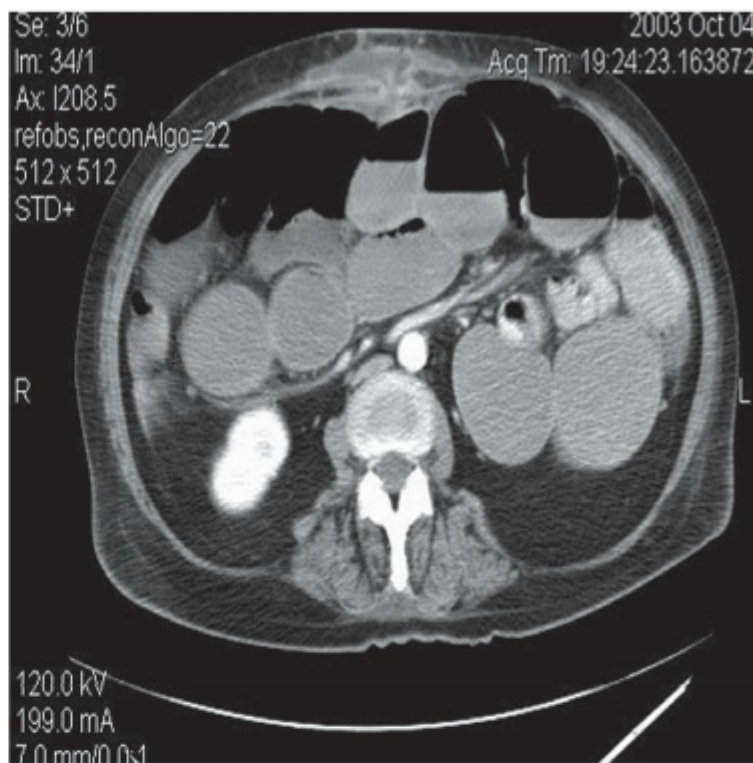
TC de paciente com obstrução parcial do intestino delgado. Observe a presença de intestino delgado dilatado e intestino delgado descomprimido. O intestino descomprimido contém ar, indicando obstrução parcial.
